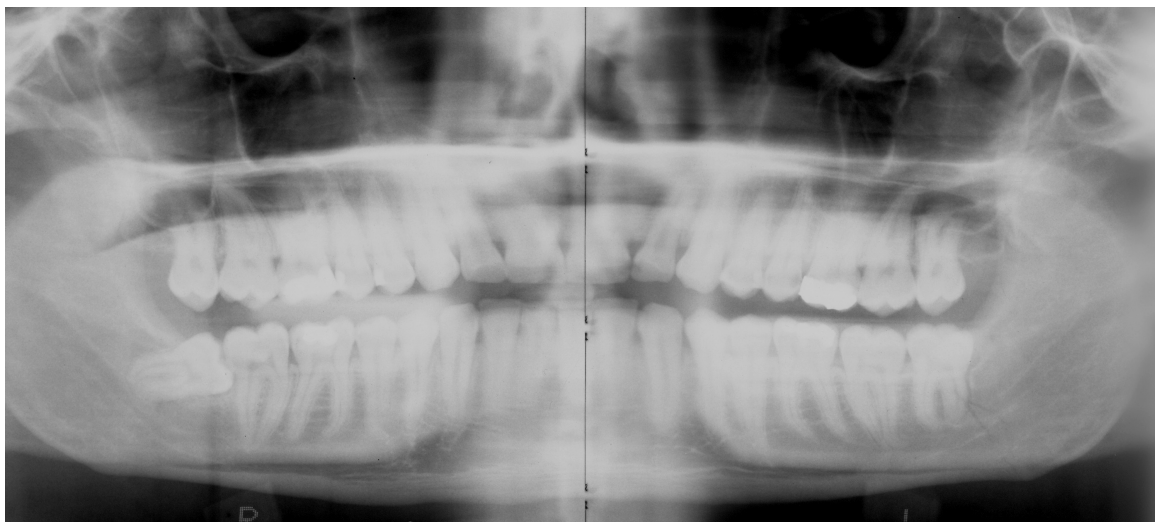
Isolierte Kieferwinkelfraktur links im Orthopantomogramm.
